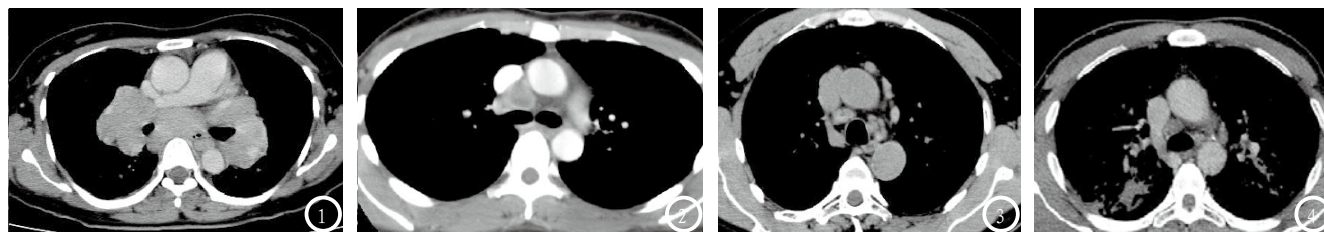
患者女, 46岁, 出现气促、胸闷症状2个月后就诊, CT影像学资料示两肺门及隆突下淋巴结明显肿大, 其中两肺门淋巴结土豆状, 平扫CT值约42HU, 密度接近大血管, 分界模糊; 增强CT值约91HU, 与血管分界清楚。图2 患者女, 35岁, 出现咳嗽症状3周, CT增强扫描示纵隔多发淋巴结肿大, 且呈环形强化。图3 患者男, 59岁, 无典型症状, CT平扫见左下肺局限性磨玻璃结节, 纵隔内多发淋巴结, 且短径多小于1.0cm。图4 患者男, 53岁, 咳嗽、咳痰时间1年以上。两肺见多发小结节及粟粒结节, 以上肺为主, 结节相互融合, 于两侧斜裂胸膜下堆积为实变, 边界模糊, 增强前后CT值约45/53HU。
